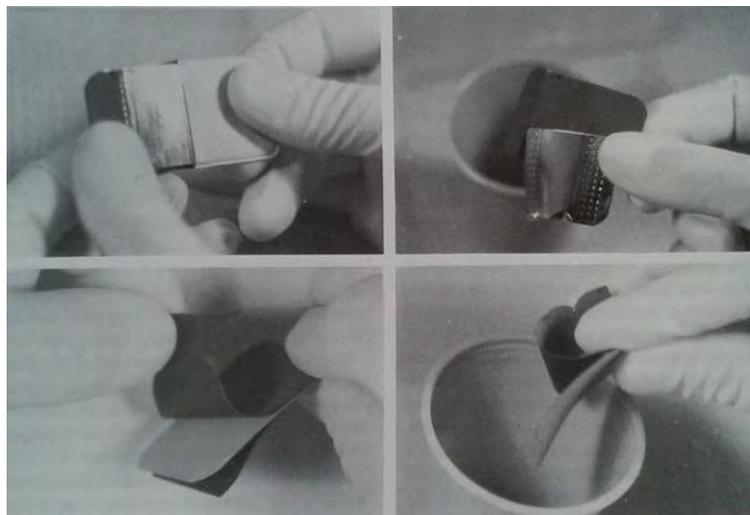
Manejo de radiografía dental contaminada.
